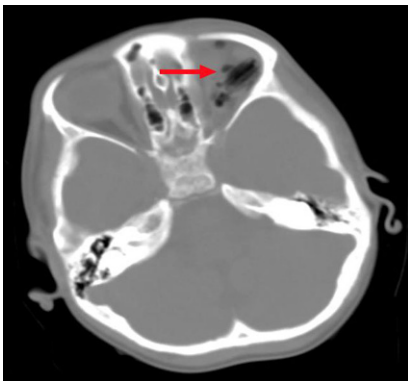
▲ Tag des Unfalls/Tag 0: axiales CT der Orbita (im Lungenfenster): Es zeigen sich linear angeordnete Lufteinschlüsse (roter Pfeil), die auf einen Fremdkörpereinschluss hindeuten
